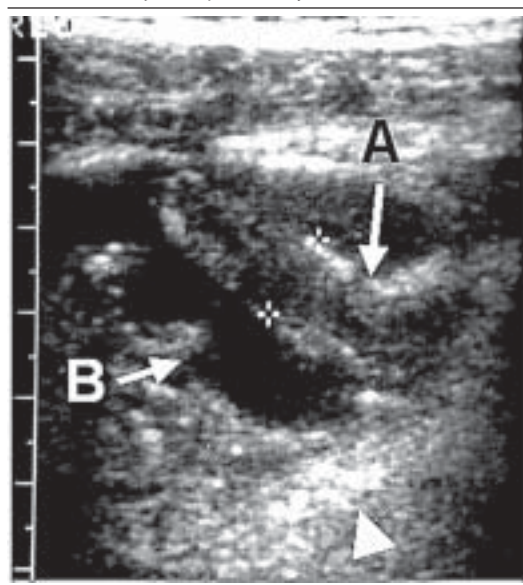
Ecografía que muestra un corte longitudinal (A) y otro transversal (B) de un apéndice cecal normal
